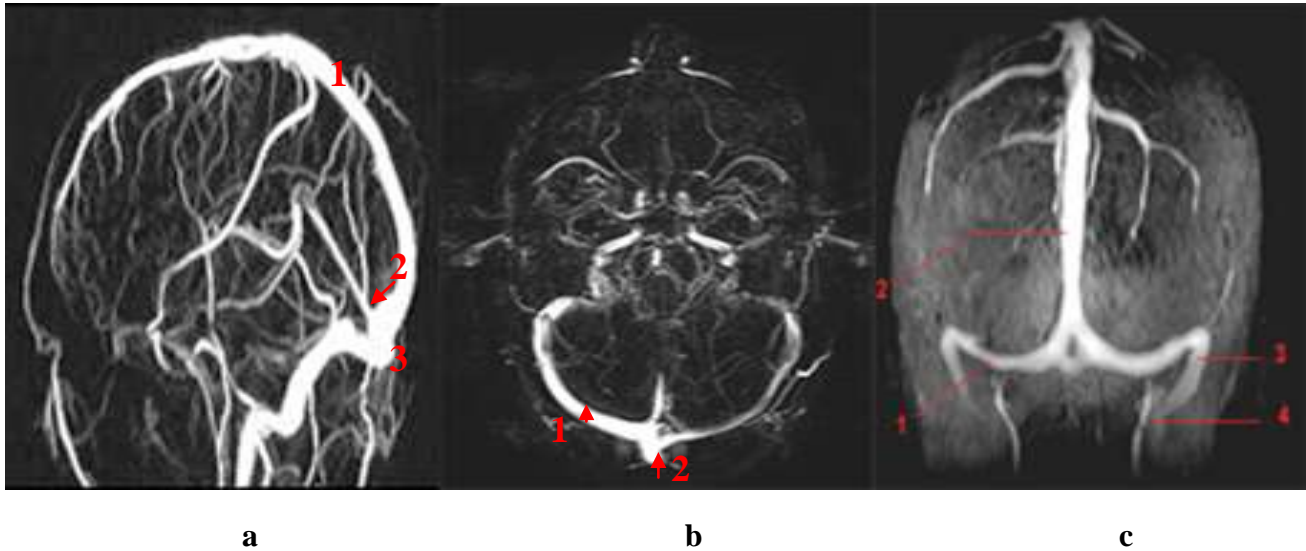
Sinus veineux cérébraux (groupe postéro-supérieur) normaux en Phébo-IRM [26]
